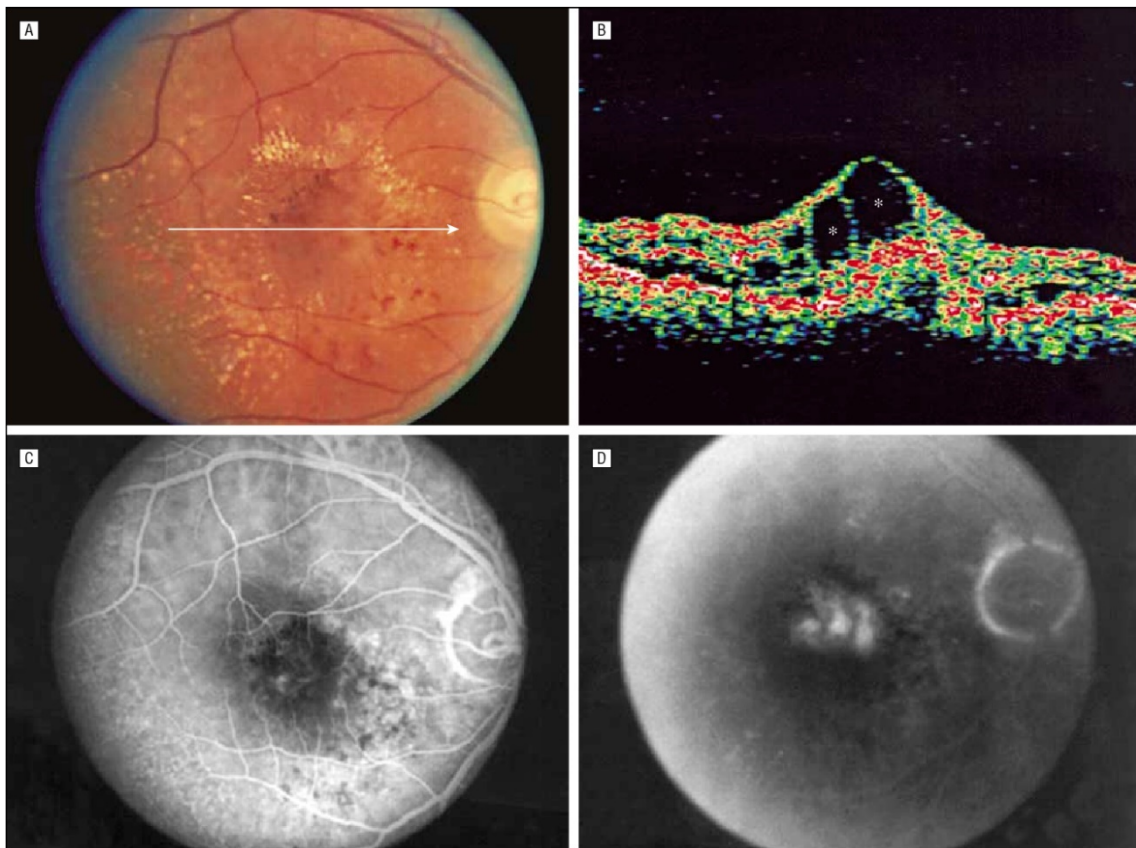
Optisches Kohärenz-Tomographie-Bild
